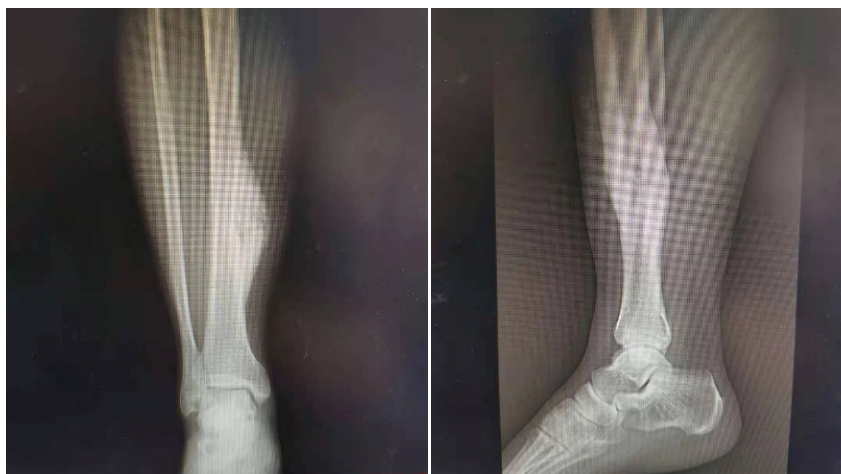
X-ray before operation
